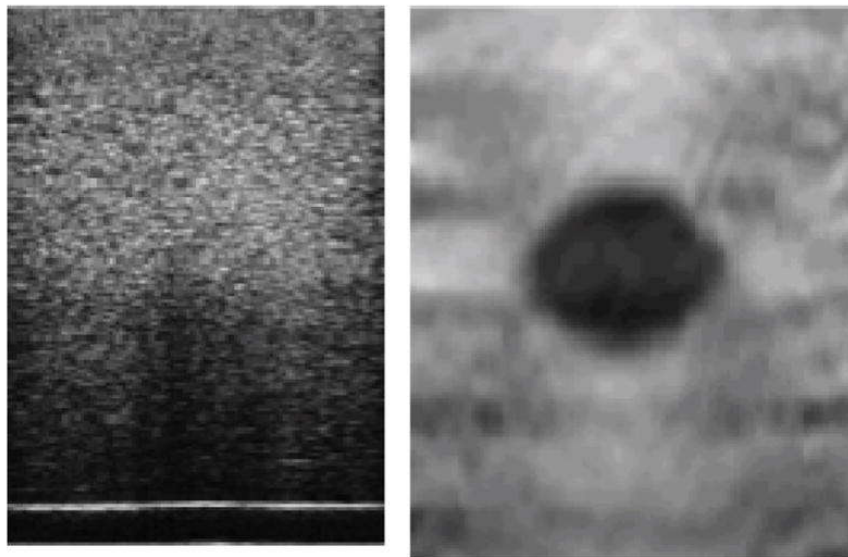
Sonogramme (gauche) ; Elastogramme (droite) [63].
